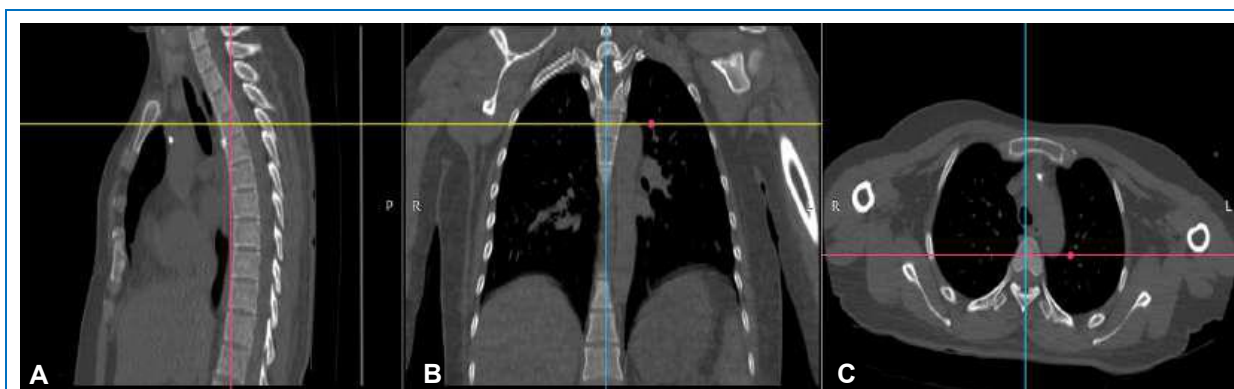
Tomografía vertebral en ventana ósea, en vista (A) sagital y (B) coronal y (C) axial, de paciente con diagnóstico de Enfermedad de Rosai-Dorfman, donde no se evidencia infiltración ósea
